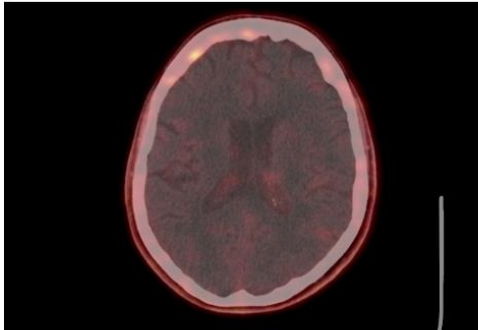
PET FLT scan showing no radiotracer uptake in brain tissue.
